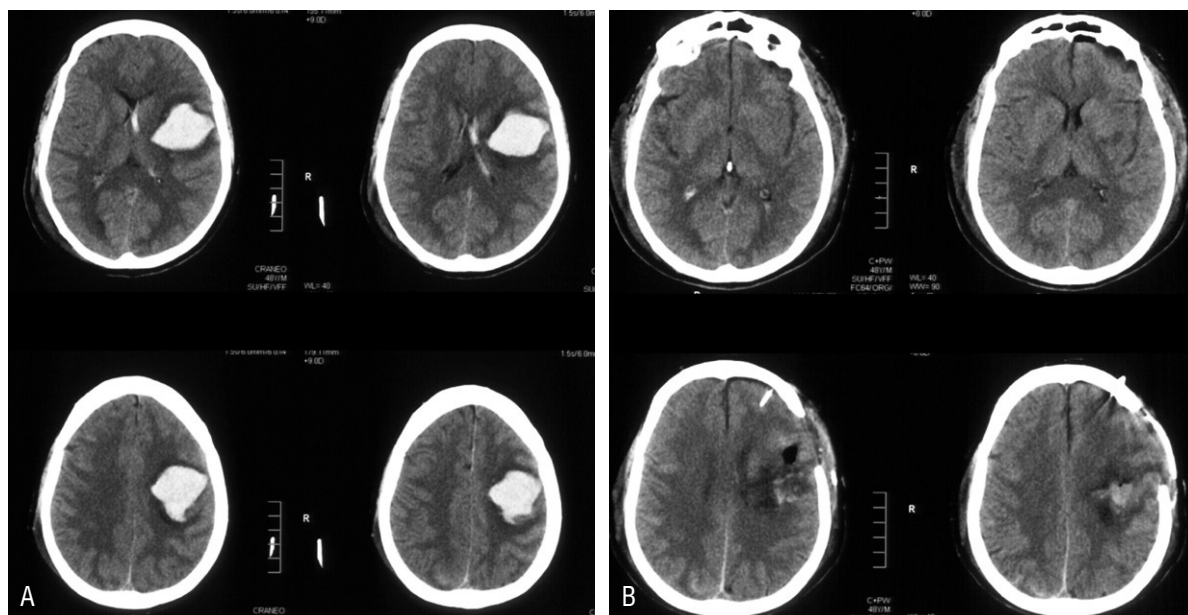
Tomografía computarizada (TC) craneal con hemorragia intracaneal (A). TC después de la evacuación quirúrgica y craniectomía descompresiva (B).
